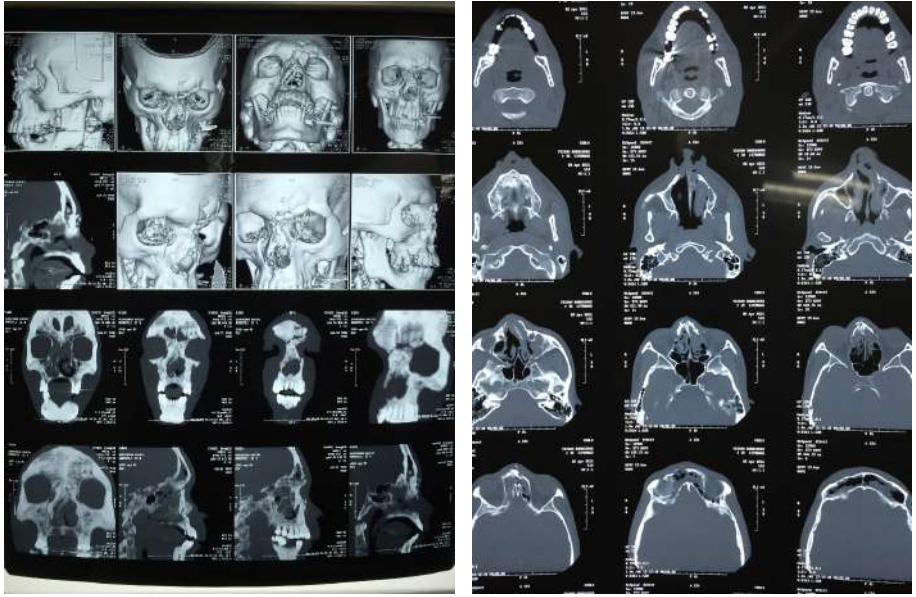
y 2 Imágenes de tomografía axial computarizada de cara y senos paranasales, con reconstrucción, cortes coronales y transversales. Se evidencia fractura nasofrontoetmoidal compuesta, multifragmentaria del hueso nasal izquierdo, desviación hacia la izquierda del septum nasal, y notable colapso del orificio de la coana izquierda, además hematoma en seno para nasal izquierdo.
